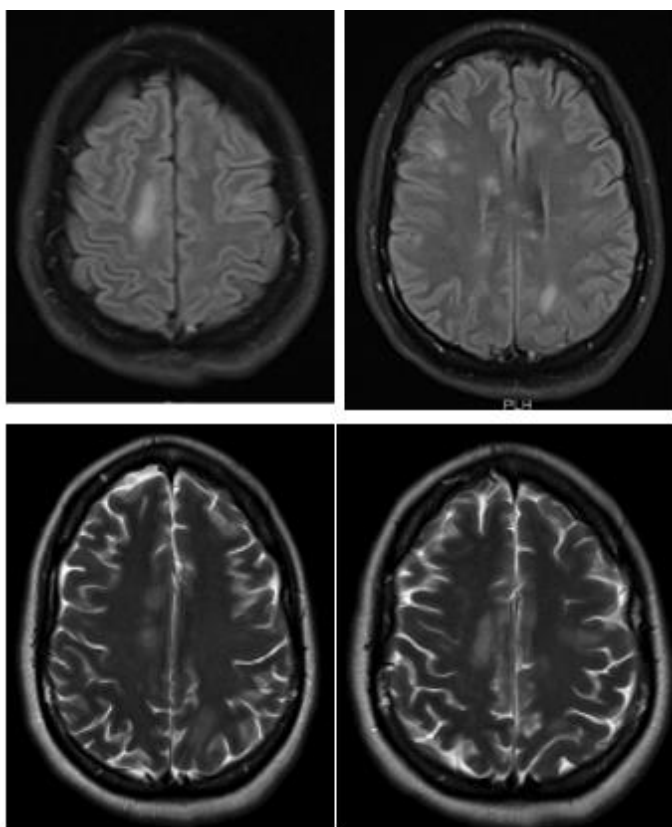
IRM contrastada encéfalo. Lesiones hiperintensas en T2 y FLAIR sin realce con medio de contraste subcorticales, de múltiples focos en regiones periventriculares, centros semiovais y subcorticales temporo-parietales bilaterales, sugestivas de lesiones desmielinizantes.
